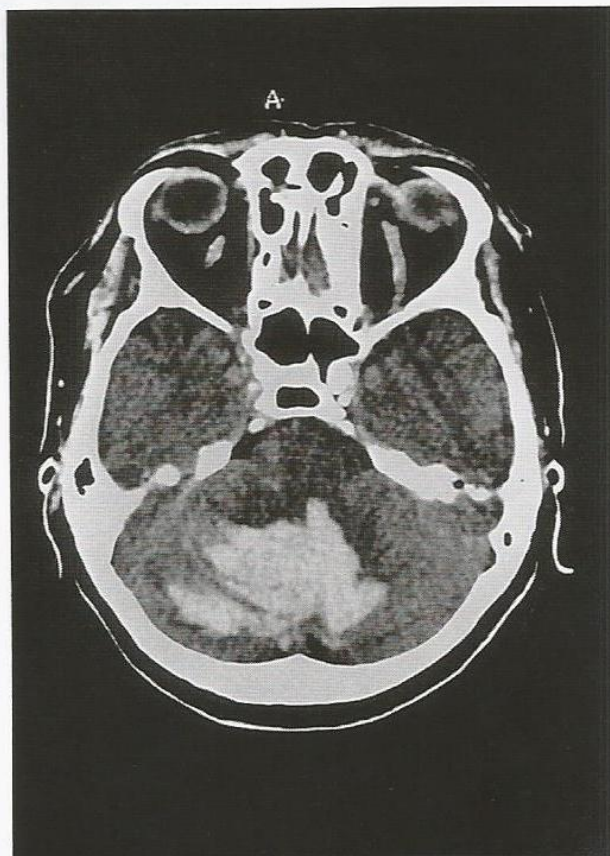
Hemorragia cerebelar. TC de um paciente hipertenso que, subitamente, queixou-se de cefaleia intensa e depois se mostrou menos reativo. Na região dos núcleos cerebelares profundos, havia uma hemorragia hipertensiva (brilhante) volumosa. O tronco encefálico estava deslocado ventralmente e empurrado contra o clivo, enquanto a cisterna pontina estava acentuadamente estreitada.
